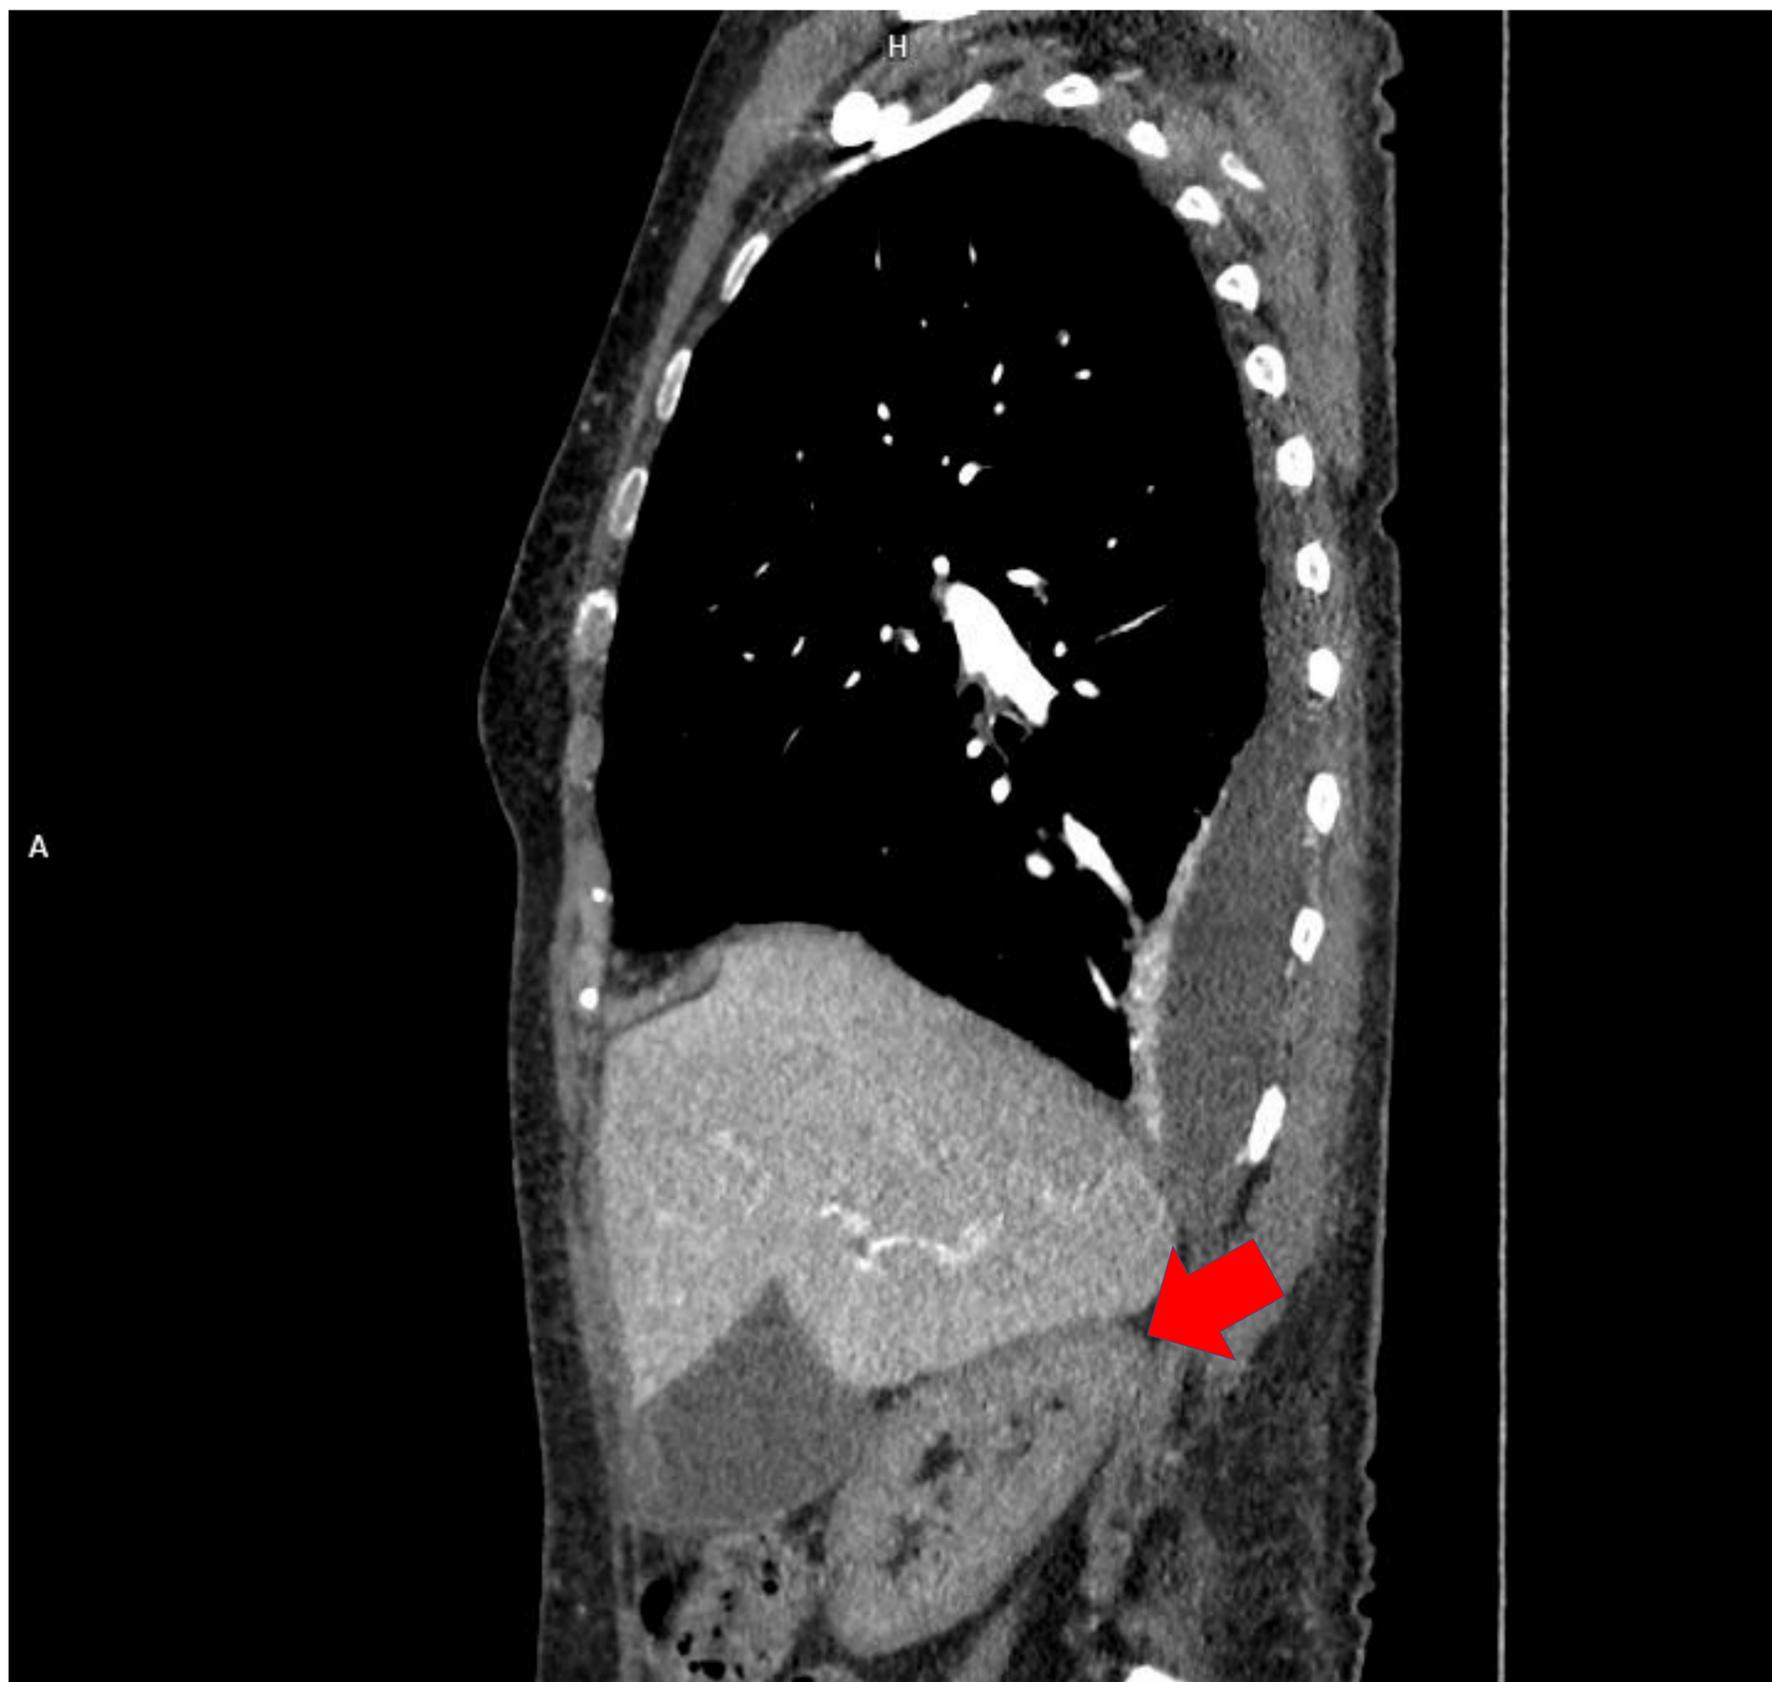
(TC sagital derecho con contraste en fase arterial tardía).
